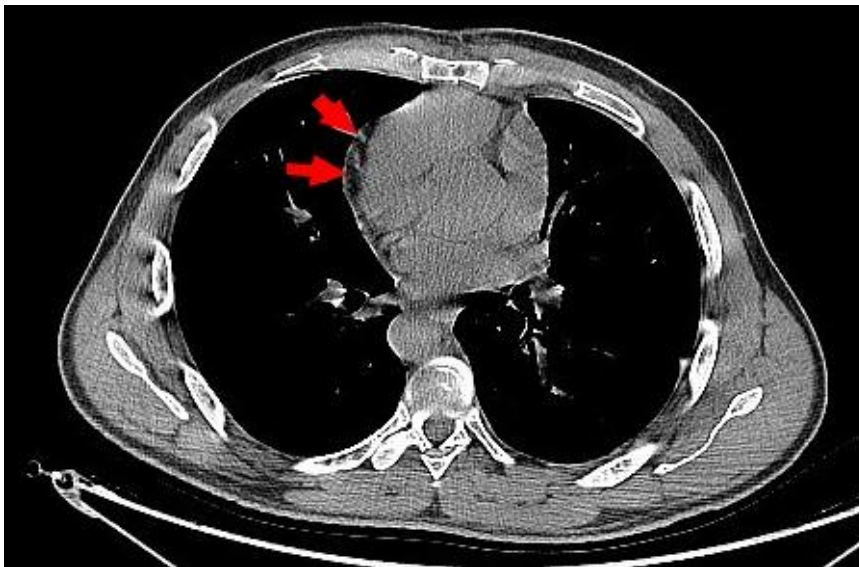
TDM thoracique (cas 5) : Coupe transversale montrant une formation kystique (flèche) péricardique avec composante charnue intra-kystique.
